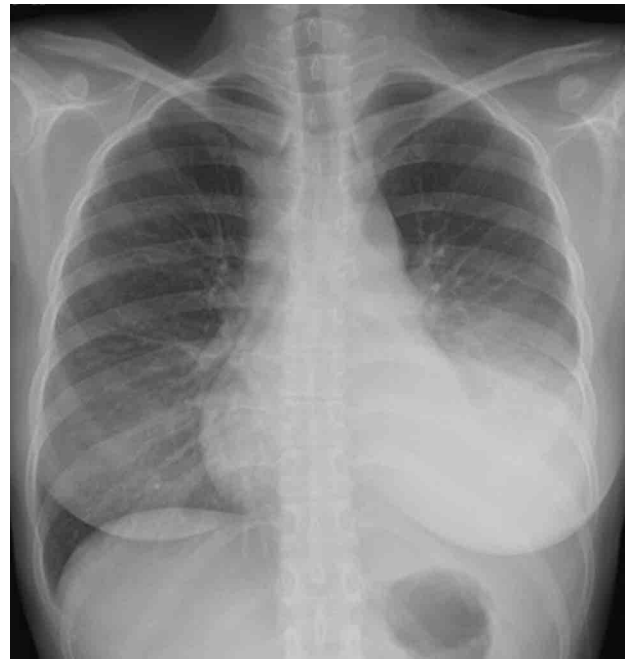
入院時胸部単純X線：左中下肺野の透過性低下を認めた。
